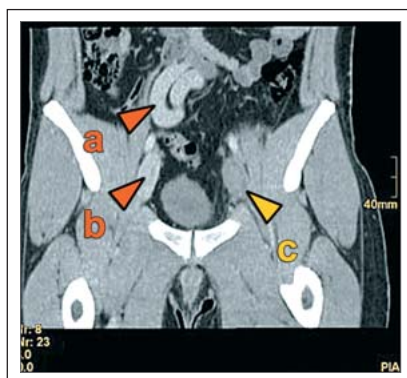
Computertomographie: (a) dilatierte, variköse Beckenvenenkonvolute mit Drainage in Vv. lumbales ascendentes; (b) freies Lumen der Vena iliaca externa dextra; (c) thrombosierte Lumen der Vena iliaca externa sinistra.
